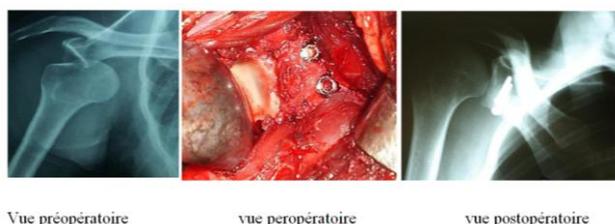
patient de 37 ans, 9e épisode de la luxation récidivante de l'épaule, radiographie pré-opératoire, une vue per-opératoire de l'emplacement de la butée osseuse selon Latarjet et une radiographie de contrôle à J3 post-opératoire.
